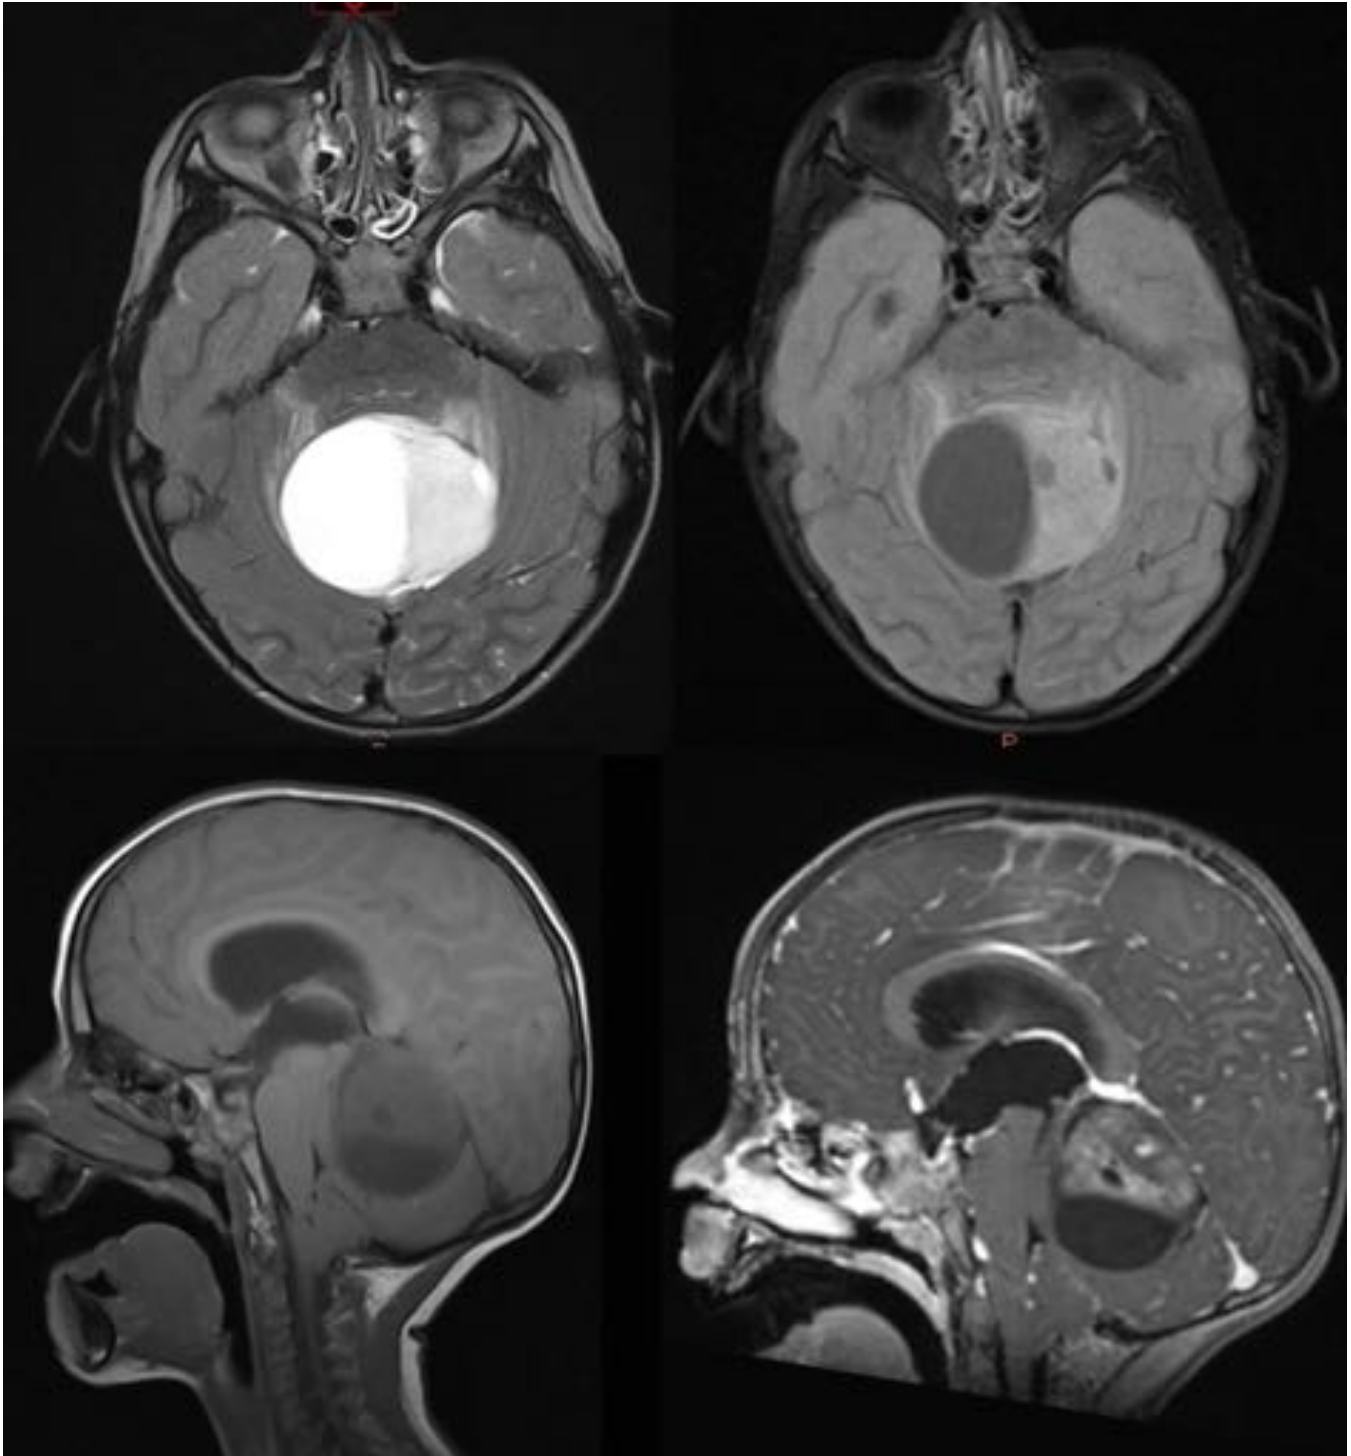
Niño de 4 años con cefaleas intensas y ptosis de 24 h de evolución. En RM se observa una gran
